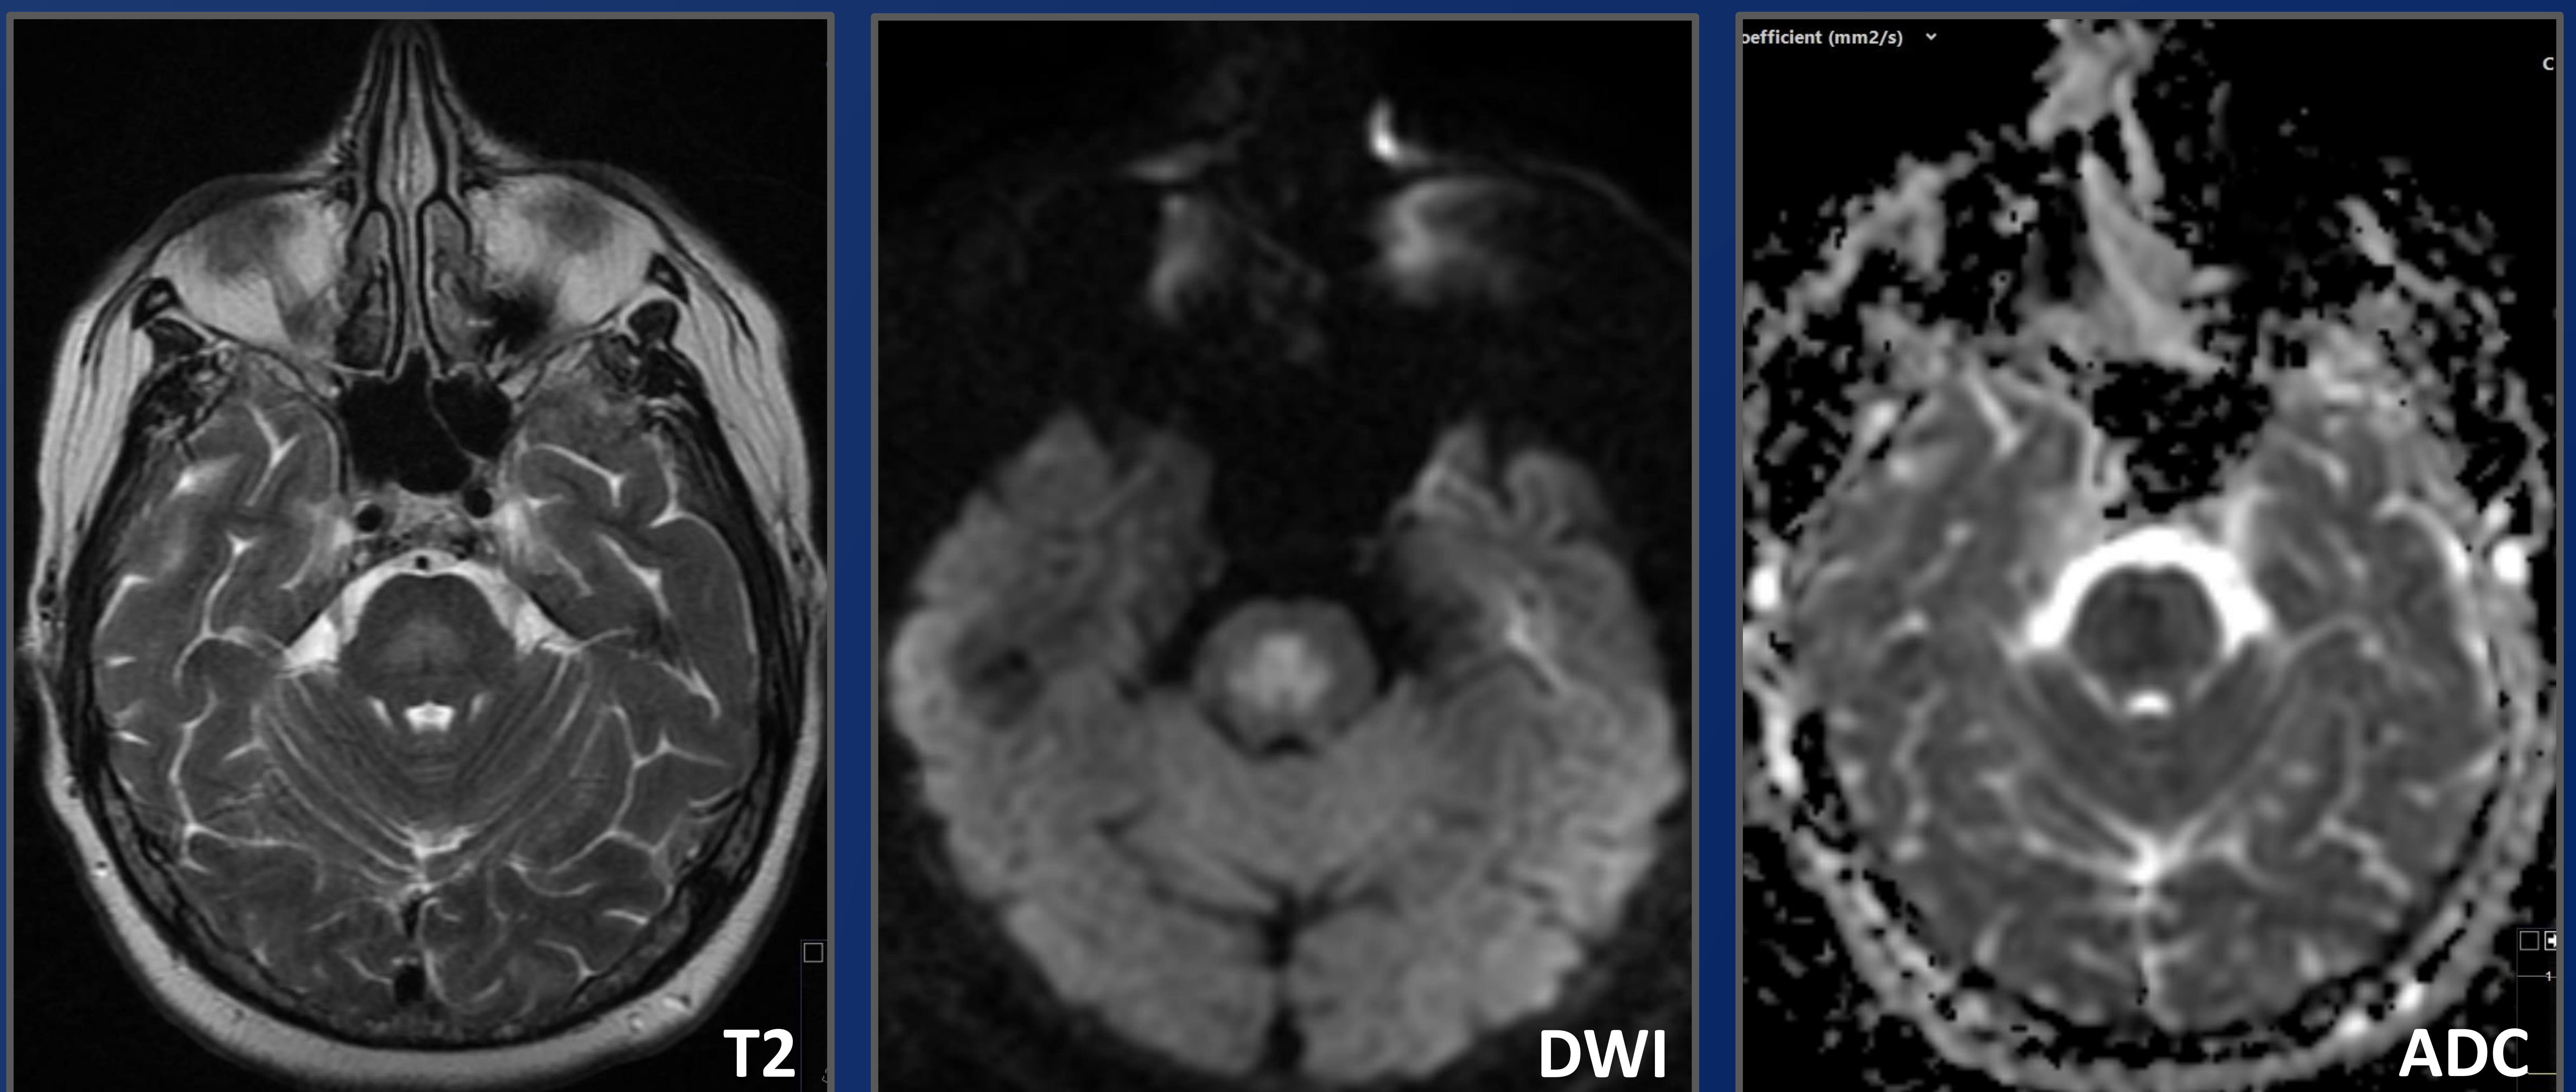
Mujer de 68 años, pluripatológica y polimedicada. Ingreso una semana antes por hiponatremia grave corregida; reingresó por bajo nivel de consciencia. En RM alteración de señal en la región pontina central con restricción en secuencias de difusión.
